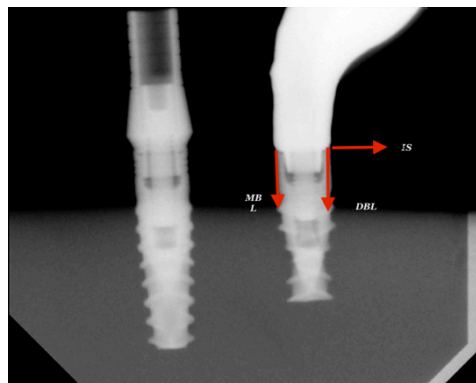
Radiografia de contact al șablonului creat
